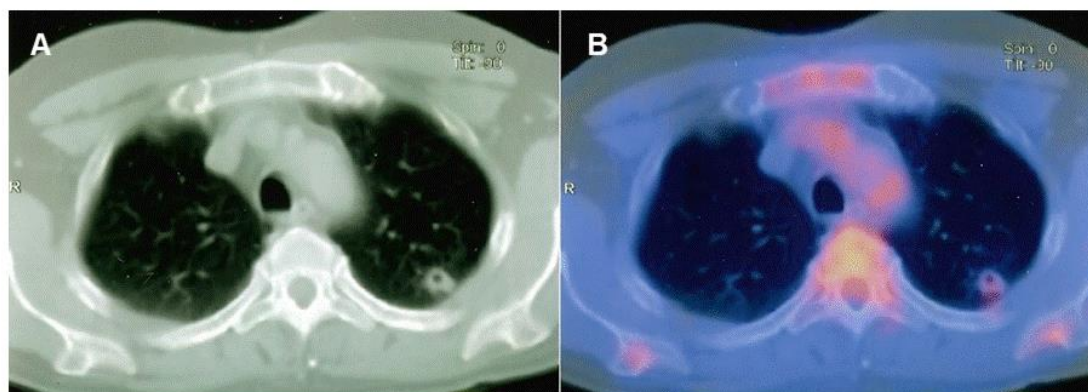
A. TC previa a la cirugía inicial. Corte axial. Ventana pulmonar. Nódulo en lóbulo superior izquierdo. B. PET-TC previo a la cirugía inicial. Corte axial. Ventana pulmonar. Nódulo en lóbulo superior izquierdo hipercaptante.
